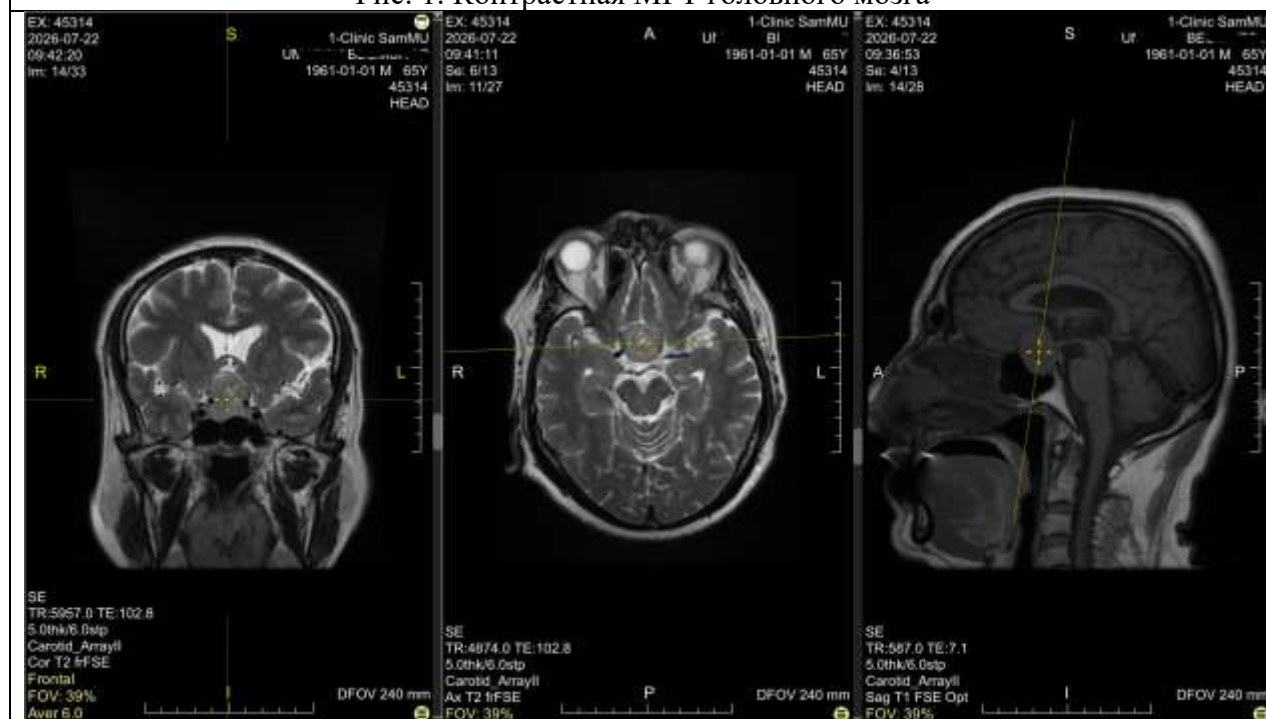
МРТ головного мозга без контраста
